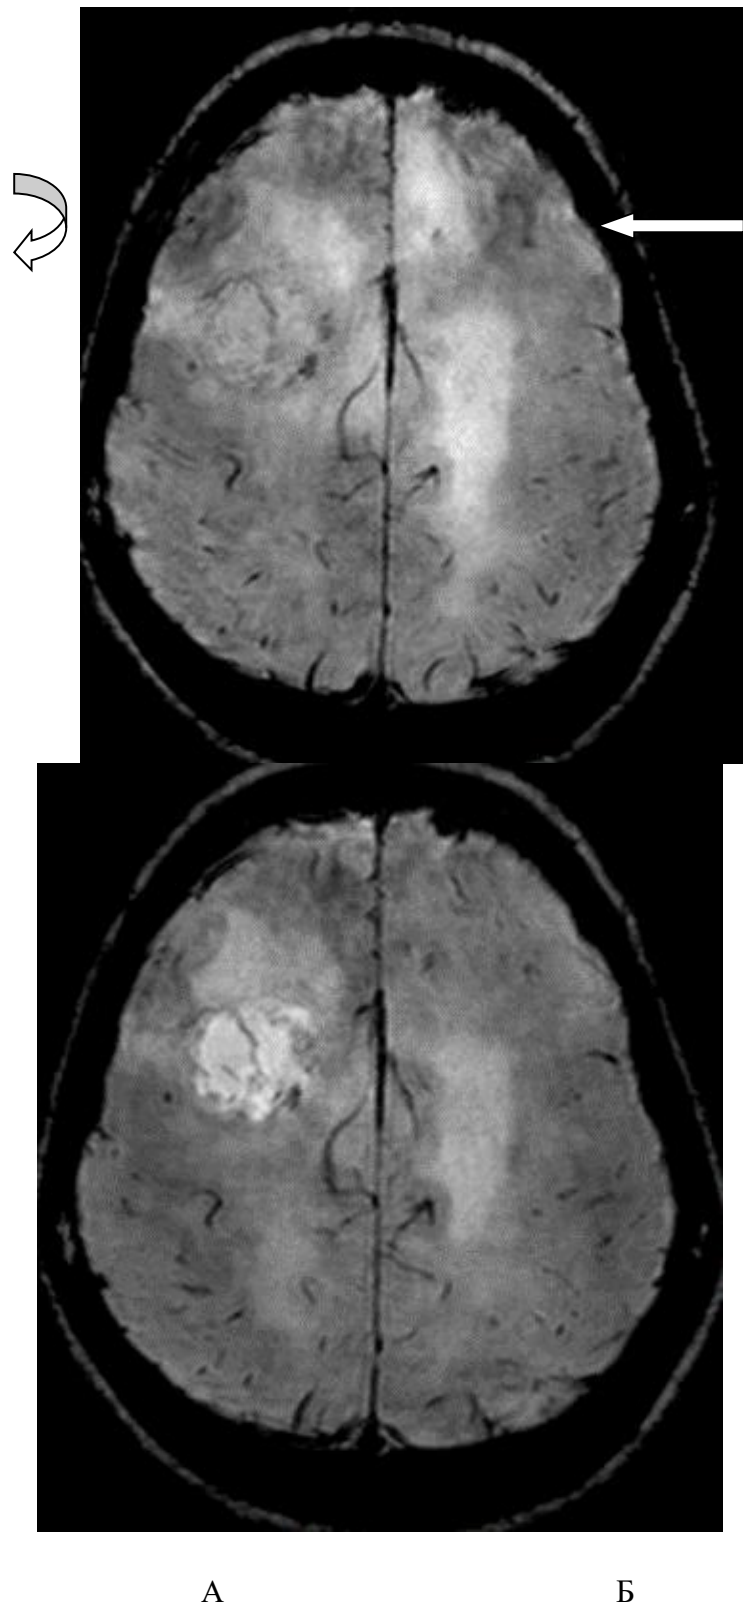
Приклади реоксигенації ГБМ після введення кисню (O_2). МРТ у програмі BOLD до введення O_2 (А) (біла крива стрілка), та після, через 30 хвилин (Б) (біла пряма стрілка).
